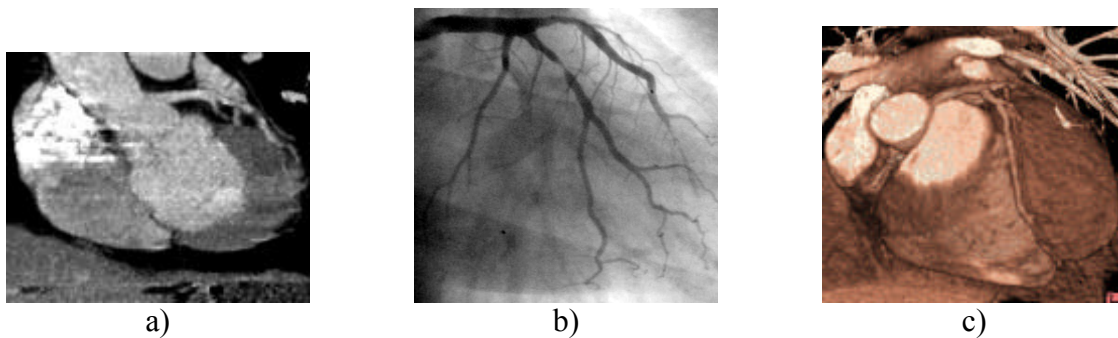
53-jähriger männlicher Patient. Bekannte 3-Gefäß-KHK. A: CT-Koronarangiographie: Oblique MPVR mit Darstellung einer hochgradigen Stenose eines kräftigen I. Marginalastes. B: Invasive Koronarangiographie. 40-50%ige proximale Stenose der LAD und subtotale Stenose des I. Marginalastes. C: 3D- VRT: Langstreckige Abbildung der LAD mit proximaler Stenose und hochgradiger Stenose des I. Marginalastes.
